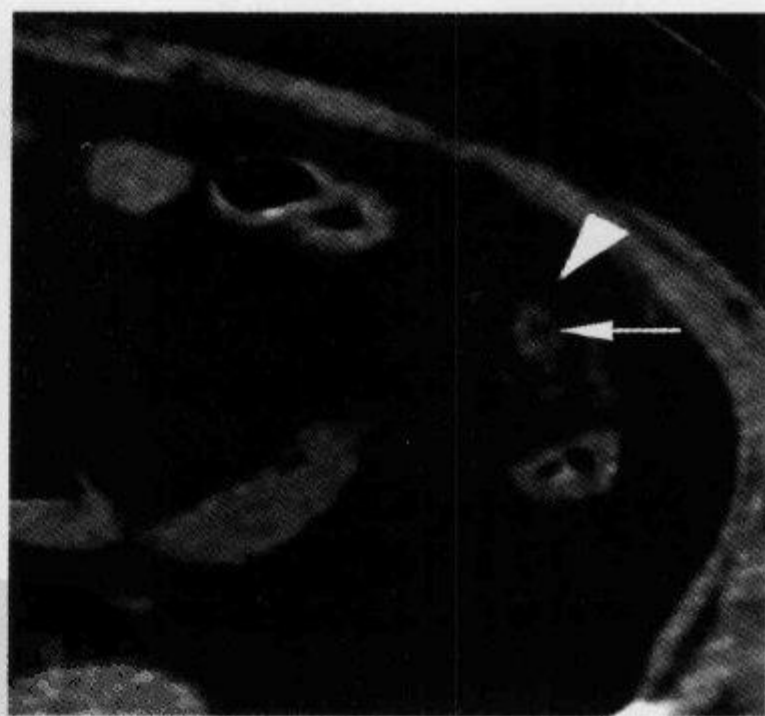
腹部 CT 平扫示“高密度环征”
